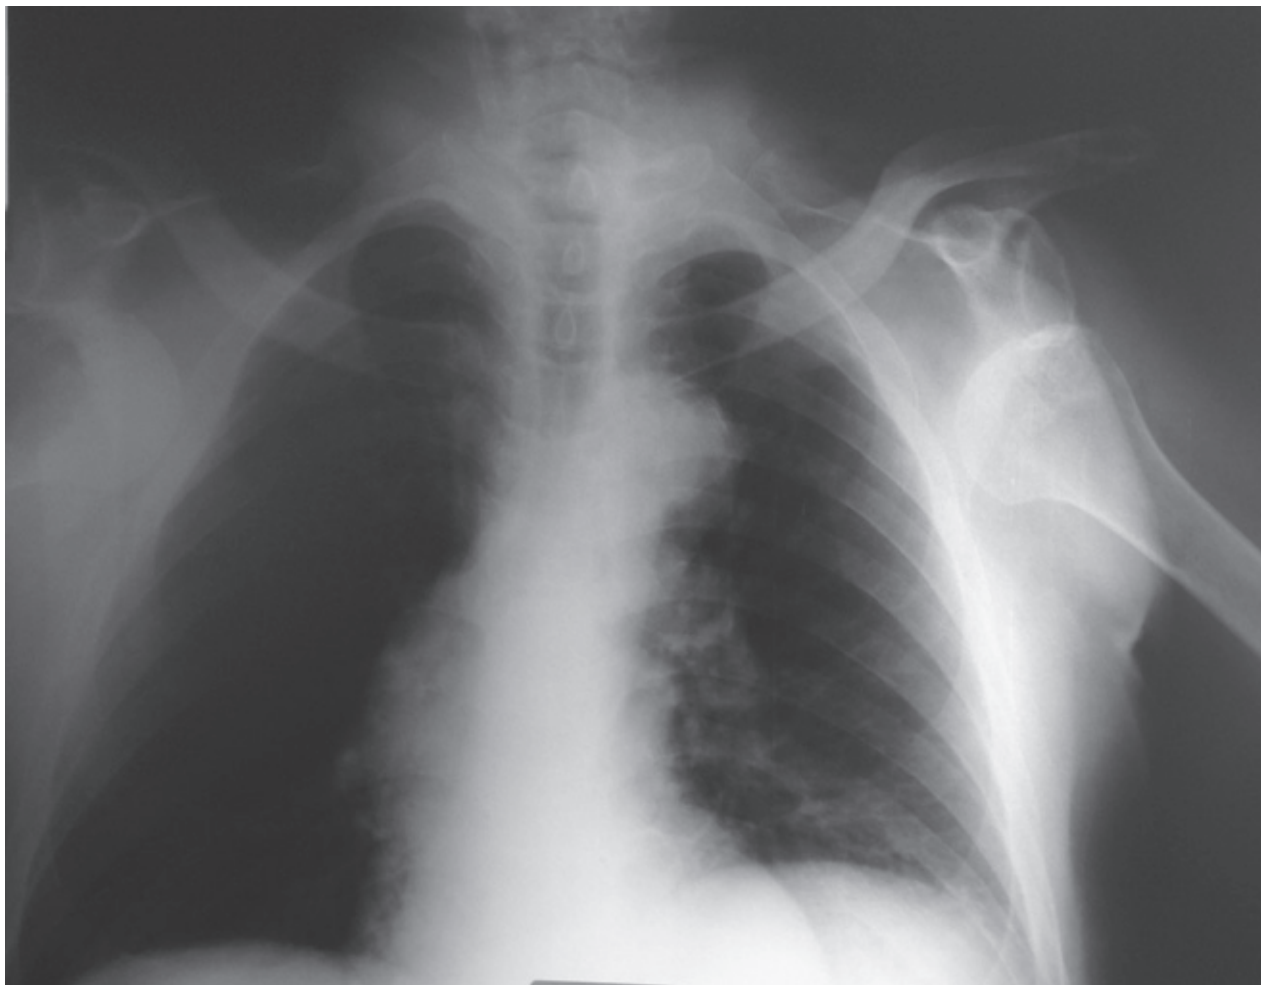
Plain radiography confirmed bilateral anterior shoulder dislocation
